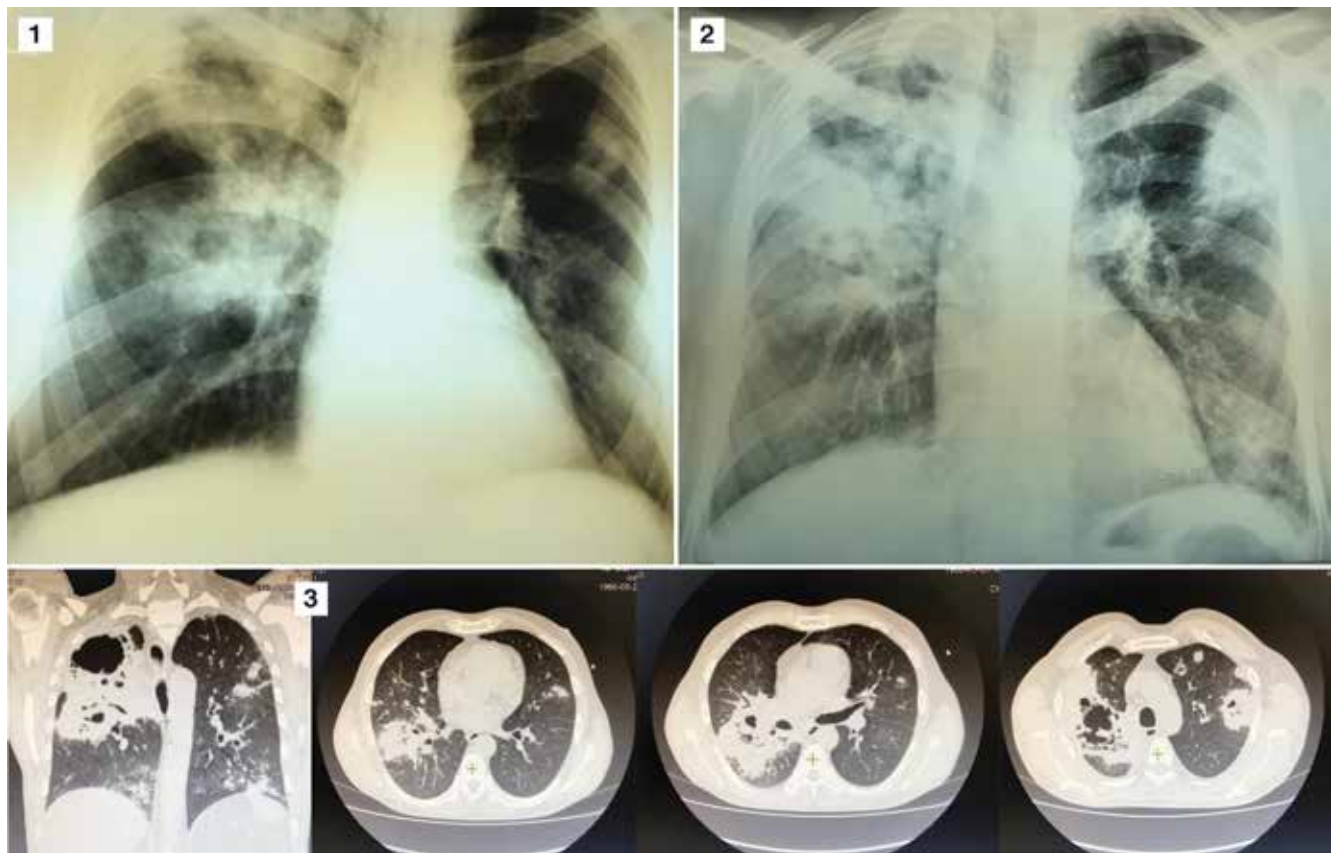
Случай 1: 1 – обзорная рентгенограмма при обращении за медицинской помощью; 2 – отрицательная динамика на фоне противотуберкулёзной терапии в течение 2 нед.; 3 – МСКТ при госпитализации в ГБУЗ «ЧОКПТД»
